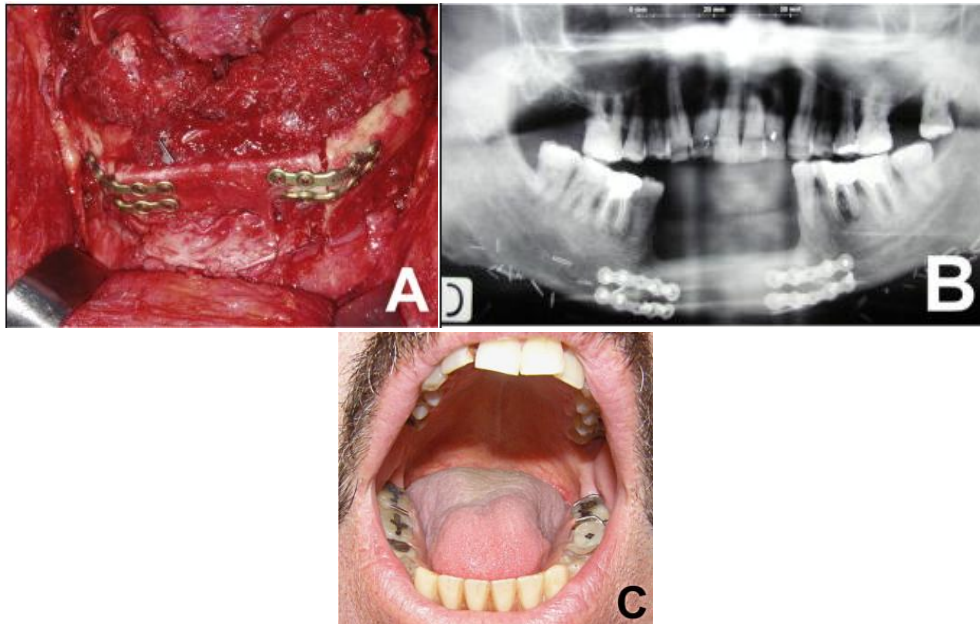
Vue panoramique après pose de plaques en titane sur péroné pour reconstruction mandibulaire (A), Radiographie panoramique dentaire après reconstruction (B), Résultat clinique avec ajout d'une prothèse partielle (C) [117]
